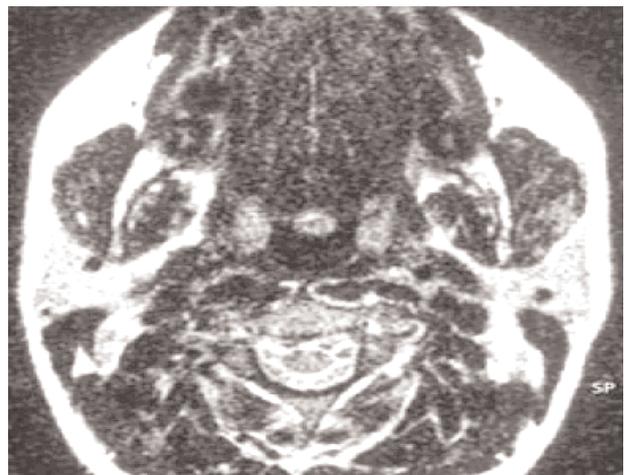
TDM cervicale Coupe axiale après injection de produit de contraste. Flèche blanche : La thyroïde ectopique se rehausse de façon homogène et intense.
